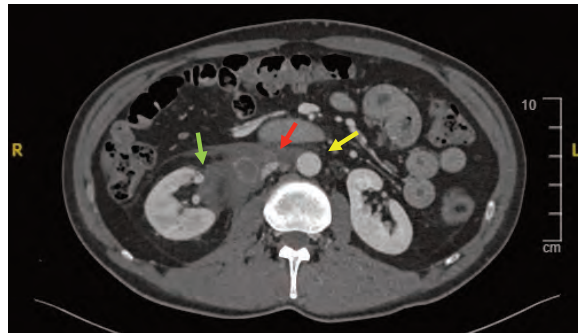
Corte axial de angio-TAC abdominal. Agrupación adenopática retroperitoneal residual sin desplazamiento aórtico (flecha amarilla) . Compresión parcial de VCI (flecha roja) y mínima de hilio renal derecho (flecha verde) .
